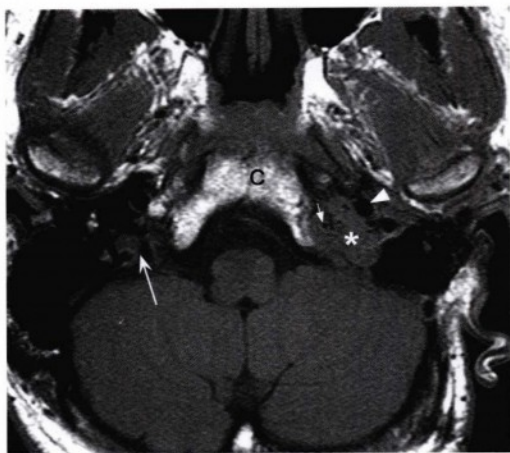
同一层面的轴位T1加权像,显示一轻度不均一的等信号病变(星号)位于左侧颈静脉孔中并接触左侧颈内动脉(无尾箭头)。病变内散在的血管流空影(小直箭头)表明其血供丰富。与图10.18的CT表现一致,斜坡(C)存在轻微的骨侵蚀。凹箭头示正常的右侧颈静脉孔。
